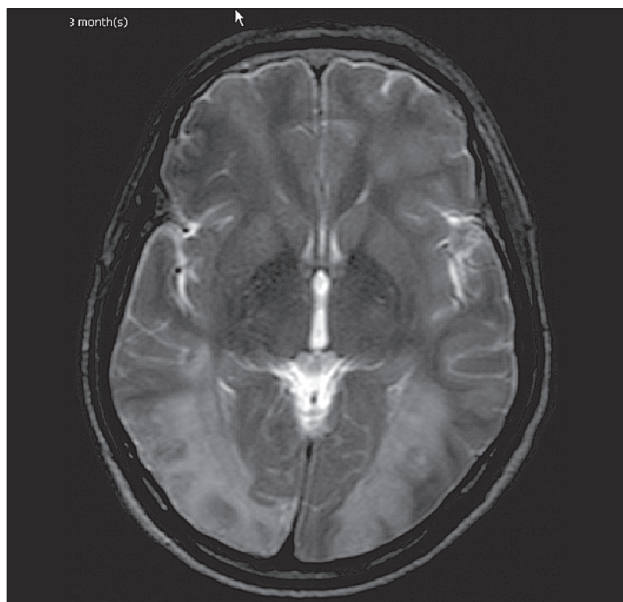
МРТ головы, на которой визуализируются диффузные интрапаренхимальные очаги инфарктирования и кровоизлияния на разных этапах развития в обоих полушариях, которые изначально считали васкулитом
